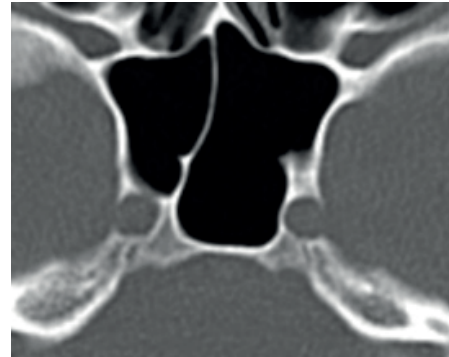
TC axial en ventana ósea que muestra una dehiscencia de la ACI. Hospital Militar Central de Bogotá, Colombia; 2021.
